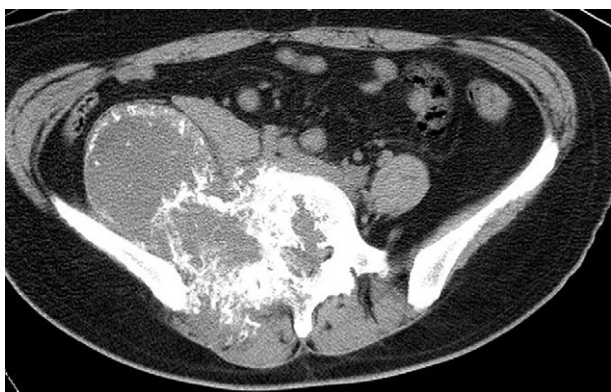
Precontrast CT scan of level L5 vertebra revealed a large soft tissue mass measuring about 13cm in length invading the L5 vertebral body.
